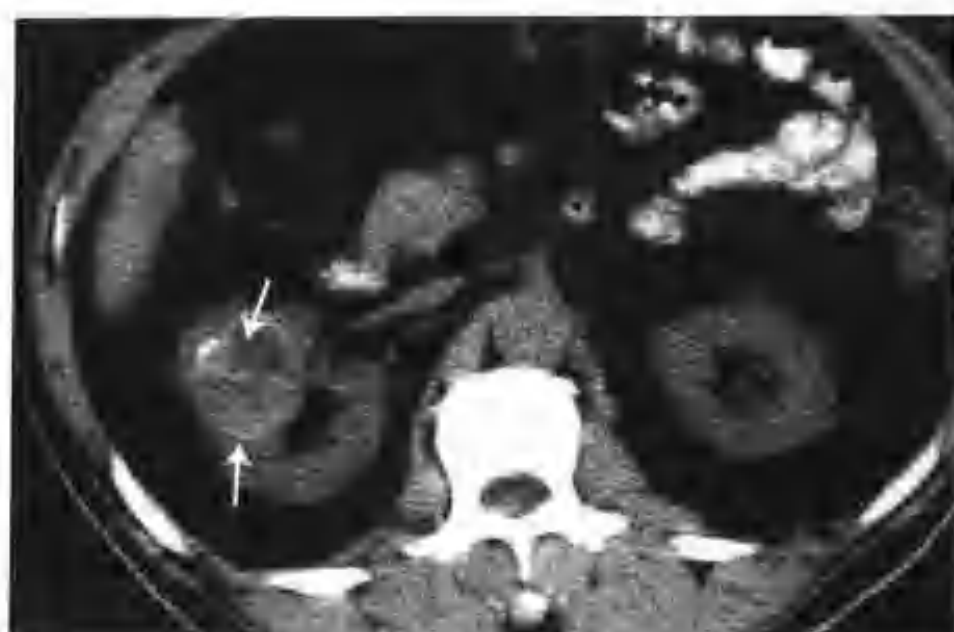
右肾透明细胞癌 (CT 示右肾中上极有一个 $4\text{cm} \times 4\text{cm}$ 的肿块凸出肾轮廓外 (箭头), 平扫呈混杂密度, 可见钙化斑点)
